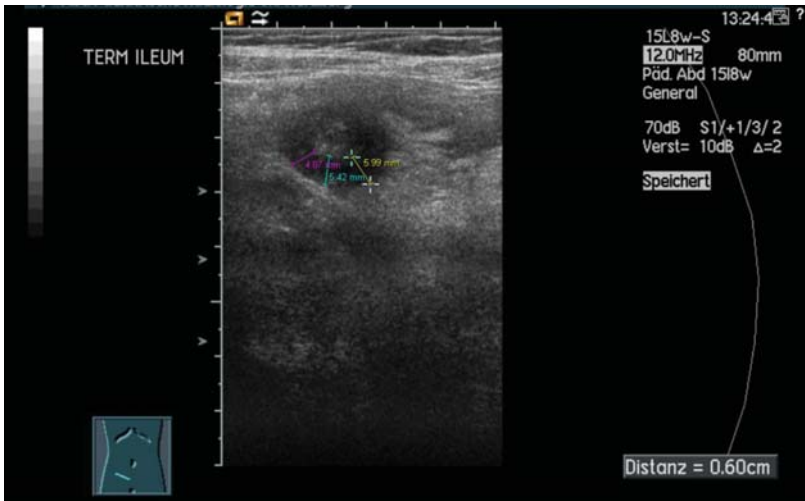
Sonographie Querschnitt, Darmwanddickenmessungen, TI, pathologischer Befund
